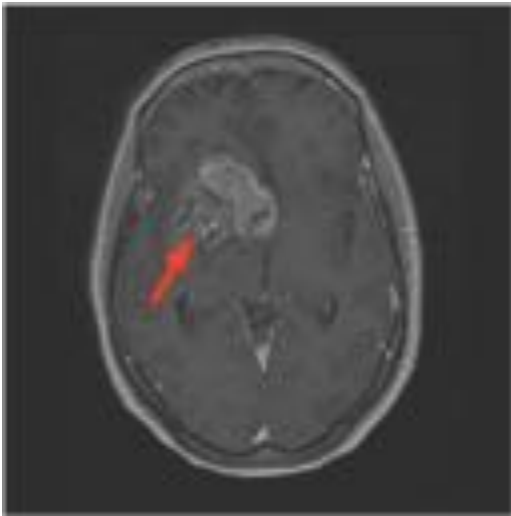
Paciente con ODG frontal derecho. RM secuencia axial T1 con contraste: Se visualiza una lesión tumoral de localización frontal derecha, centrada en ganglios basales, con ligera extensión hacia el hemisferio contralateral y desviación de la línea media hacia la izquierda. La lesión presenta apariencia heterogénea y marcado realce periférico (flecha) que sugiere lesión de alto grado. El estudio Anatomopatológico confirmó la estirpe anaplásica del tumor.
